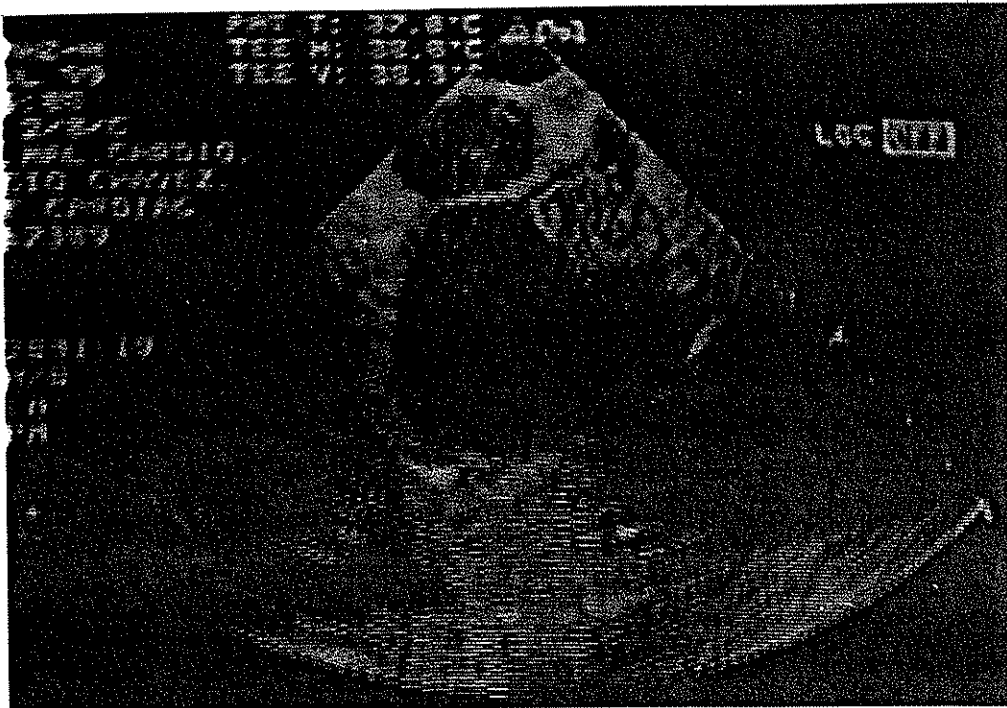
Ecocardiograma transesofágico . Se aprecia un gran trombo dentro de la aurícula derecha en la desembocadura del seno coronario.
